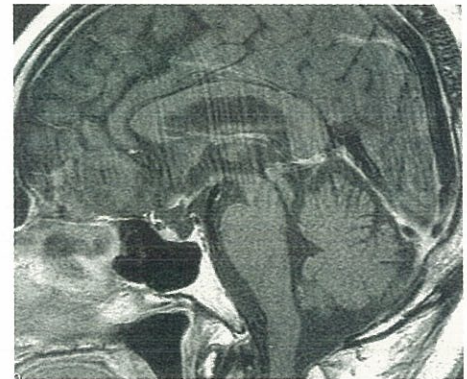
術後5カ月目のMRI。視交叉への圧迫は消失している
